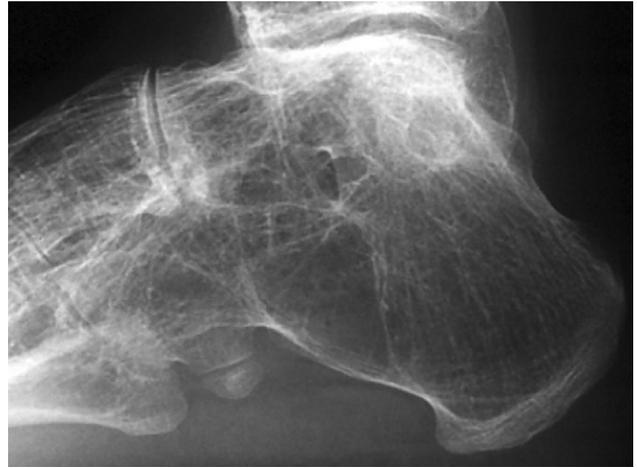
Radiographie de profil. Atteinte sous-talienne et calcanéocuboïdienne avec fusion osseuse et de l'articulation talonavulaire avec ankylose articulaire.
